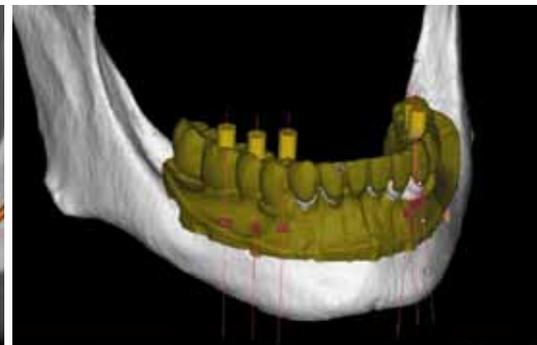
In der Software werden die CT-Daten mit dem Modells캔 gemacht.
